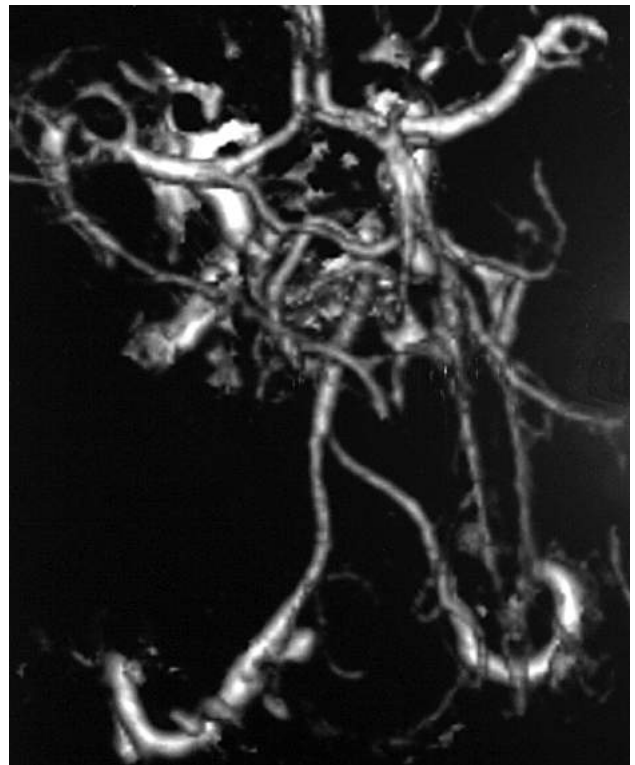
CT angiography of cerebral blood vessels (arrow indicates aneurysm of left vertebral artery)
